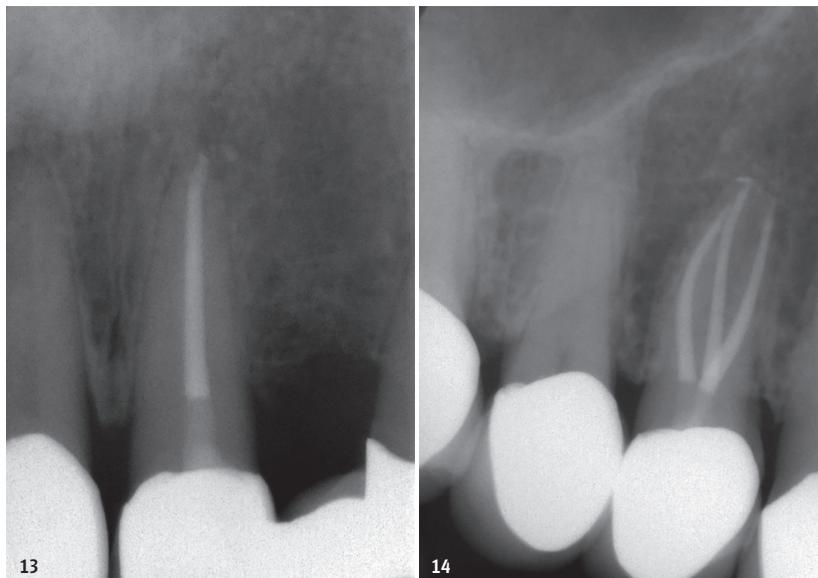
Röntgenkontrolle des Schneidezahns 21. – Abb. 14: Abschlussituation Zahn 14.
